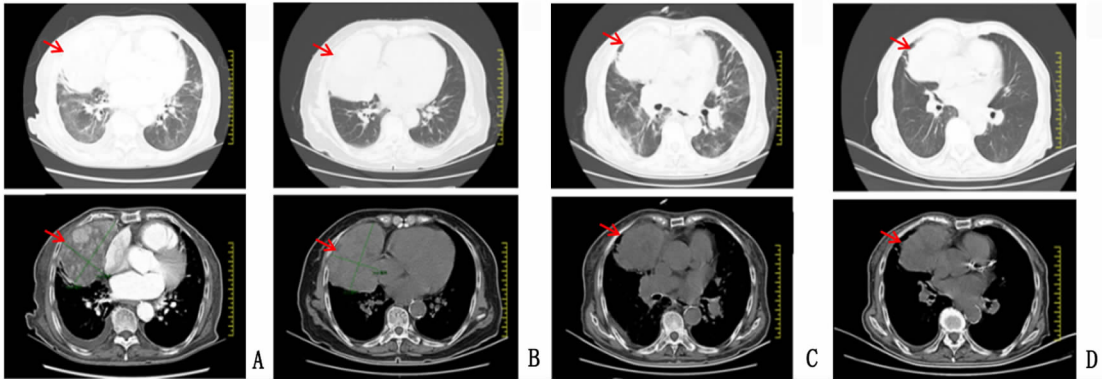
肺部CT(A为2024年04月17日:右肺中叶巨大占位密度不均,见多发低密度斑片影及钙化,增强呈不均匀明显强化,9.8 cm×7.0 cm;B为2018年04月16日:右肺中叶区见较大团块状软组织密度影,内密度欠均匀,10.2 cm×7.3 cm;C为2024年04月17日:两肺散在磨玻璃影,考虑感染性病变,右肺中叶巨大占位密度不均,见多发低密度斑片影及钙化,9.8 cm×7.0 cm;D为2024年05月7日:两肺散在磨玻璃影,考虑两肺散在炎症,较前片炎症范围明显缩小、实变减轻。结合病史,前上纵隔右侧胸腺瘤,较前片变化不明显,9.8 cm×7.0 cm)
